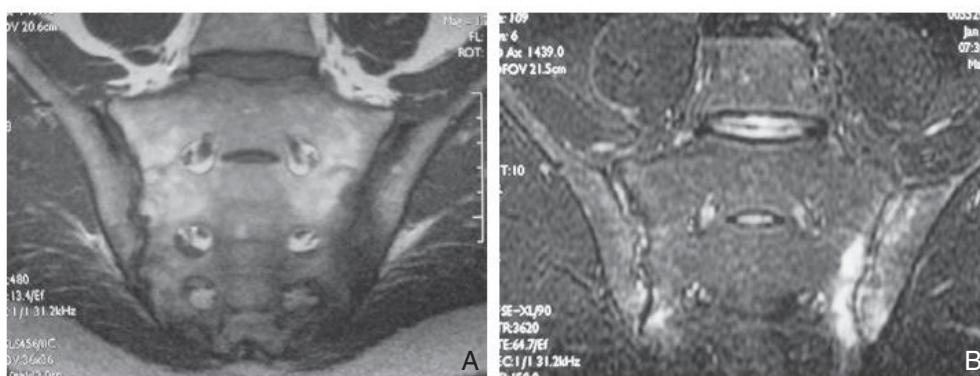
C IRM sacro-iliaque.
